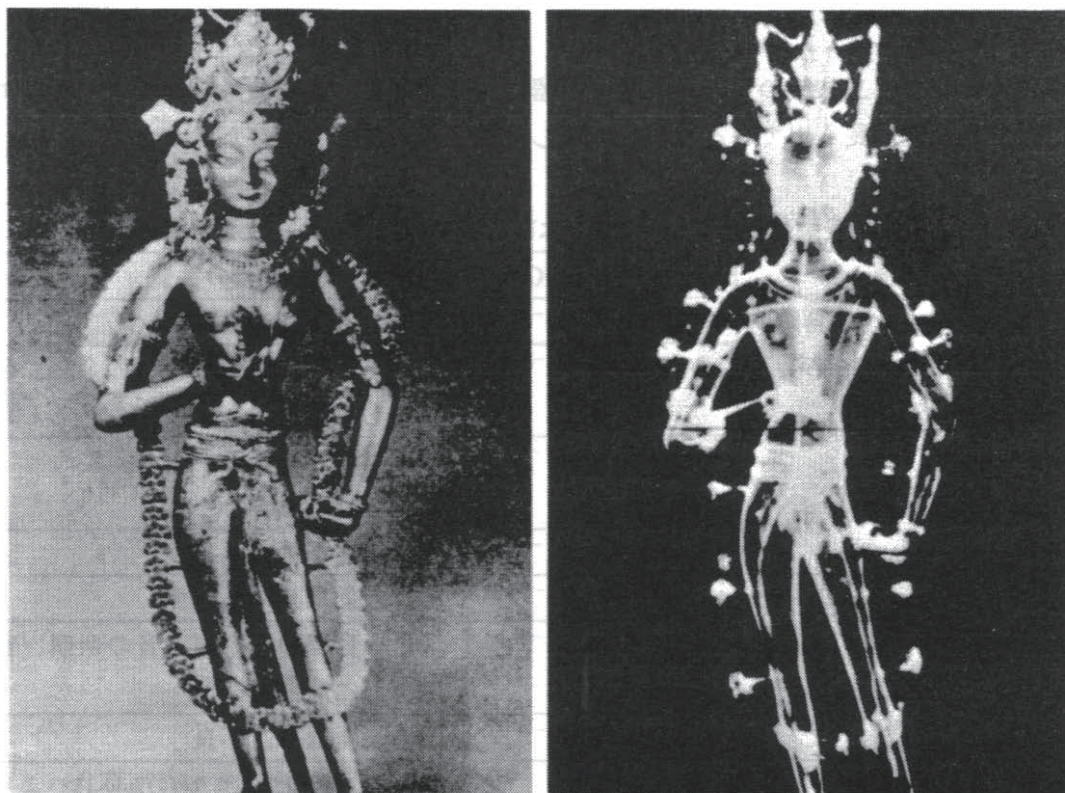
仏像とそのX線写真(右) X線写真では仏像の構造がよく解る
